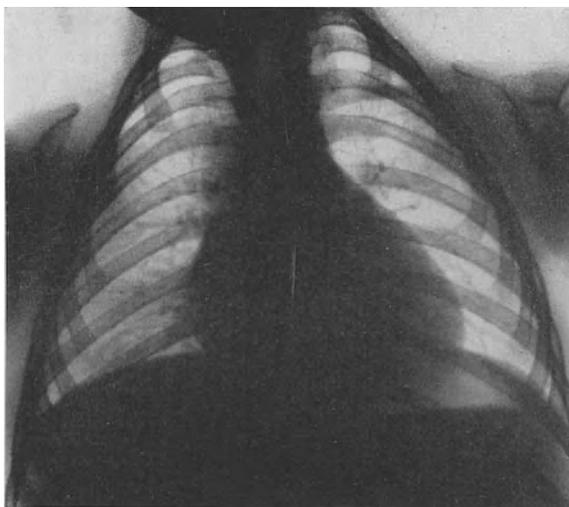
Röntgen, Fehlen der Claviculae.
